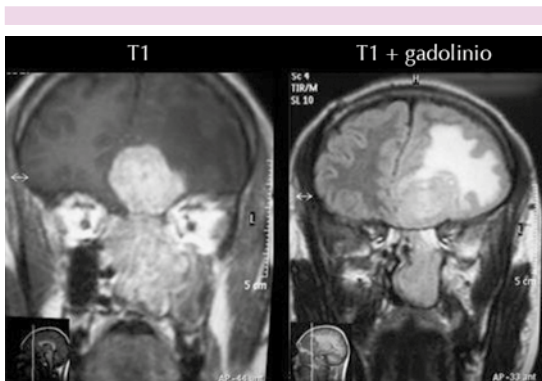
Resonancias magnéticas, cortes coronales.
